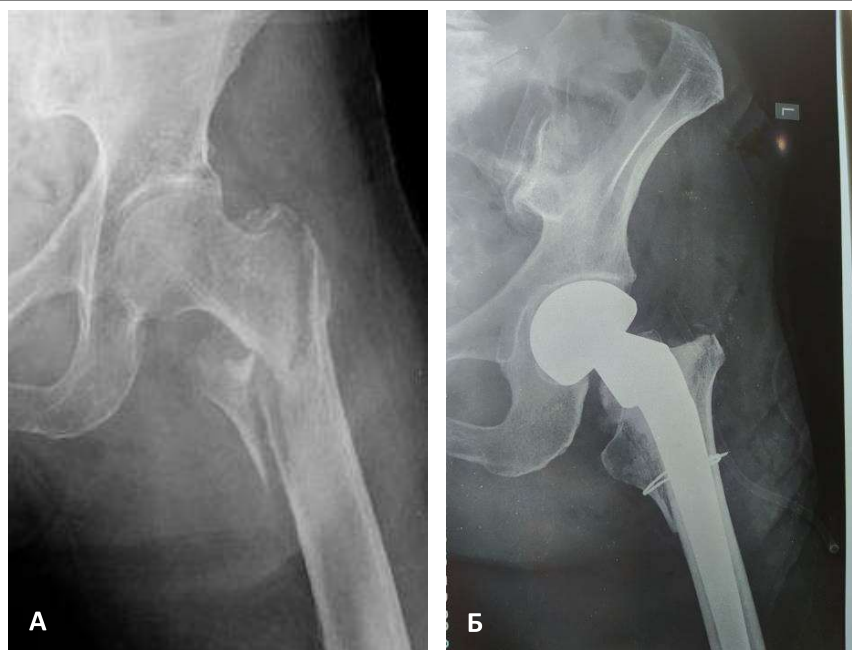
Рентгенография тазобедренного сустава:
